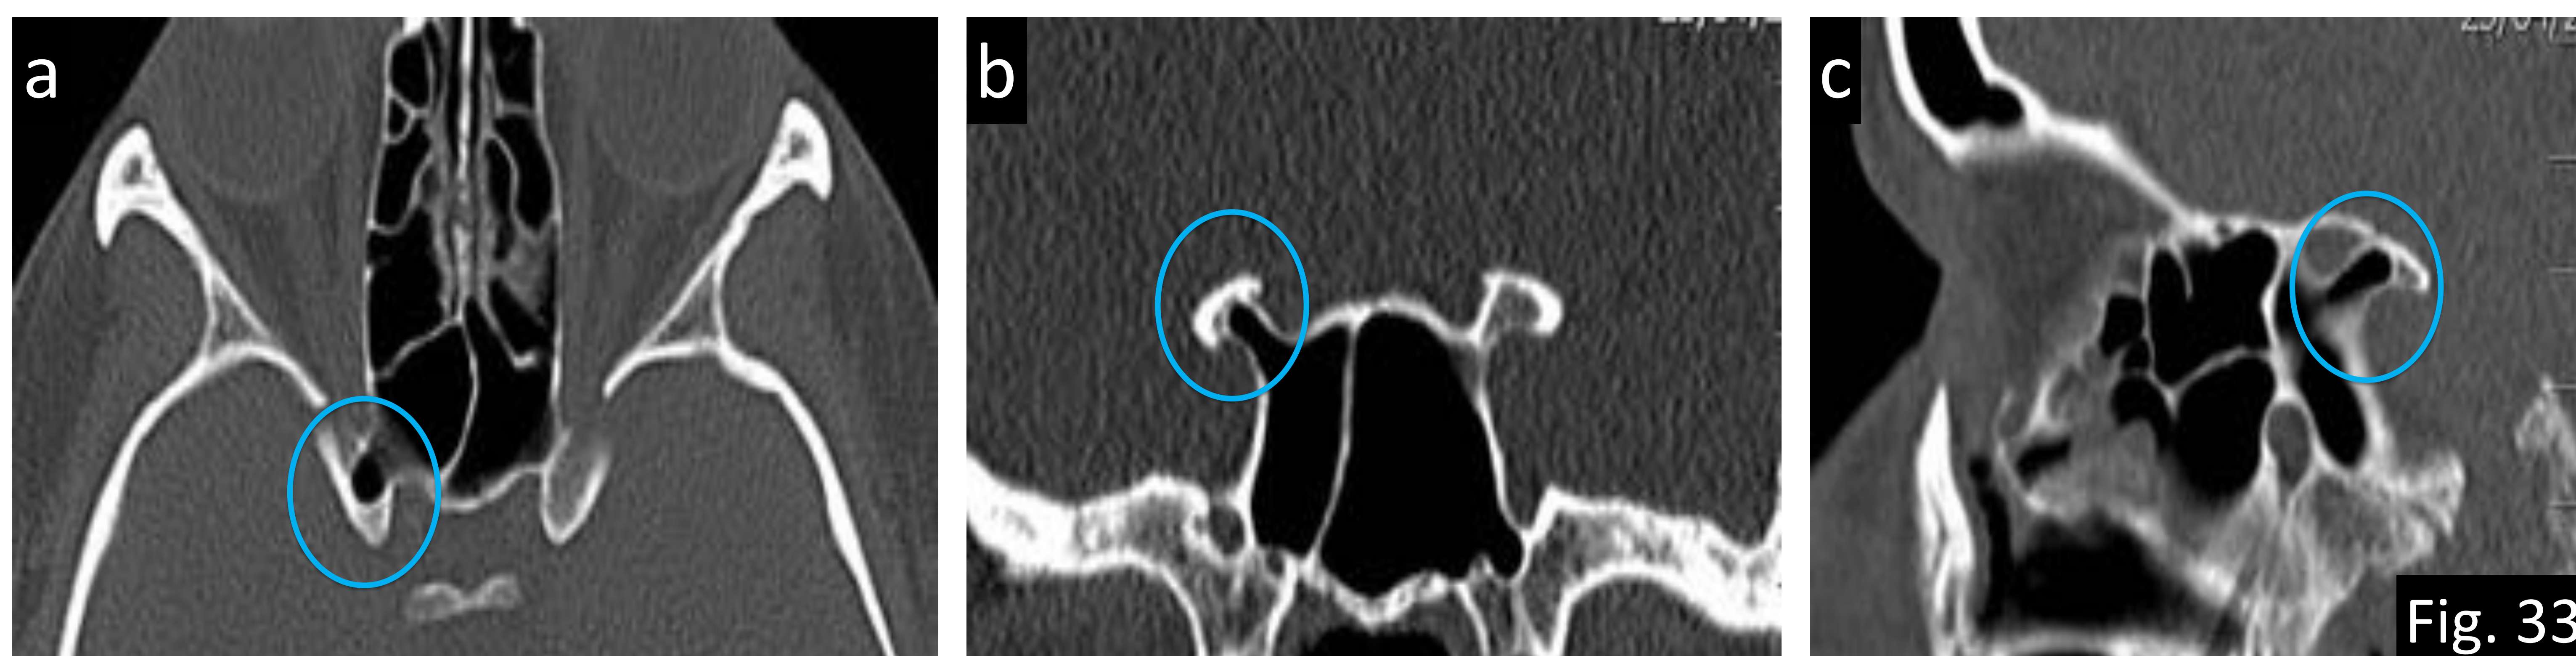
Ejemplo de variante anatómica con riesgo quirúrgico. Celda esfenoidal o de Onodi (círculo azul en a) TC axial, b) TC coronal y c) TC sagital con ventana hueso).
